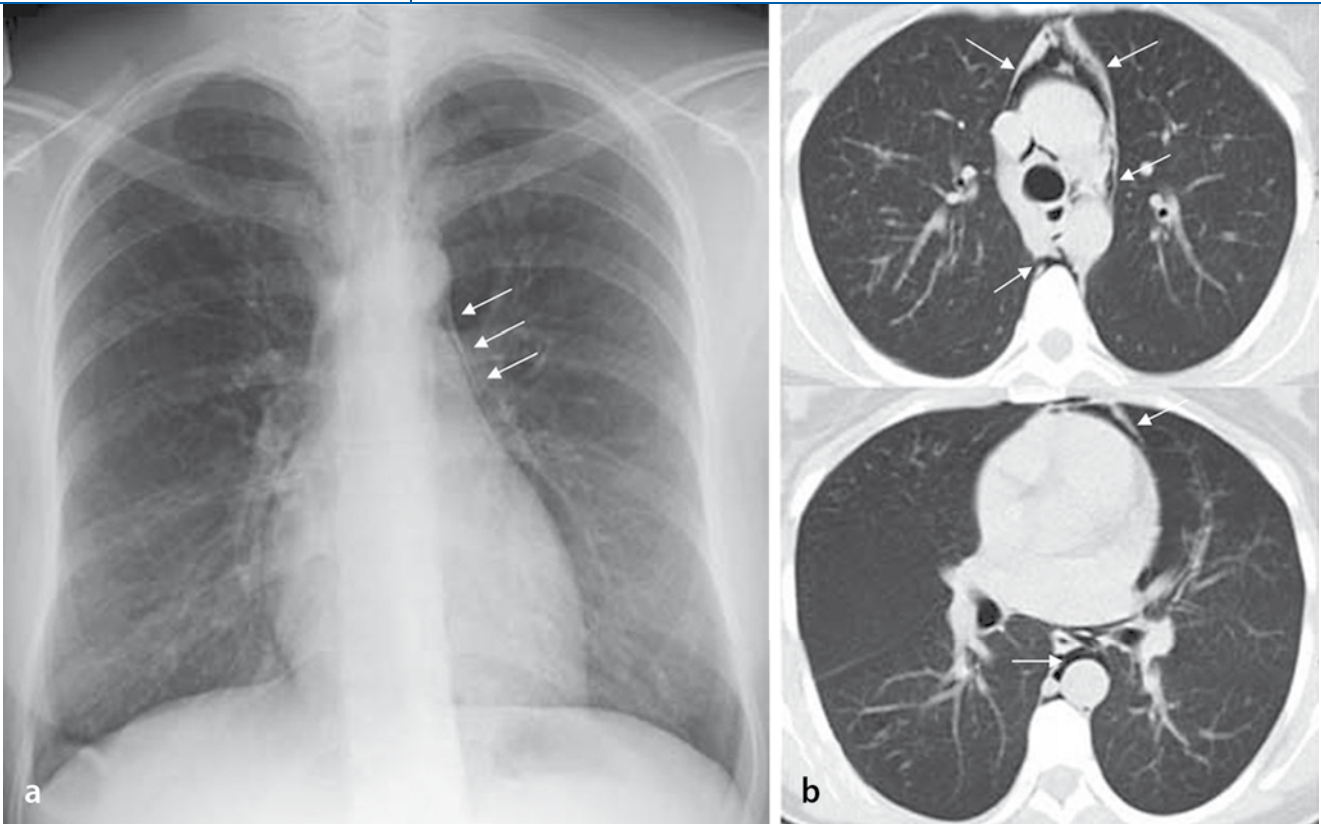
▲ Spontanes Mediastinalempysem (Pfeile) bei Asthma. a Röntgenbild, b CT
